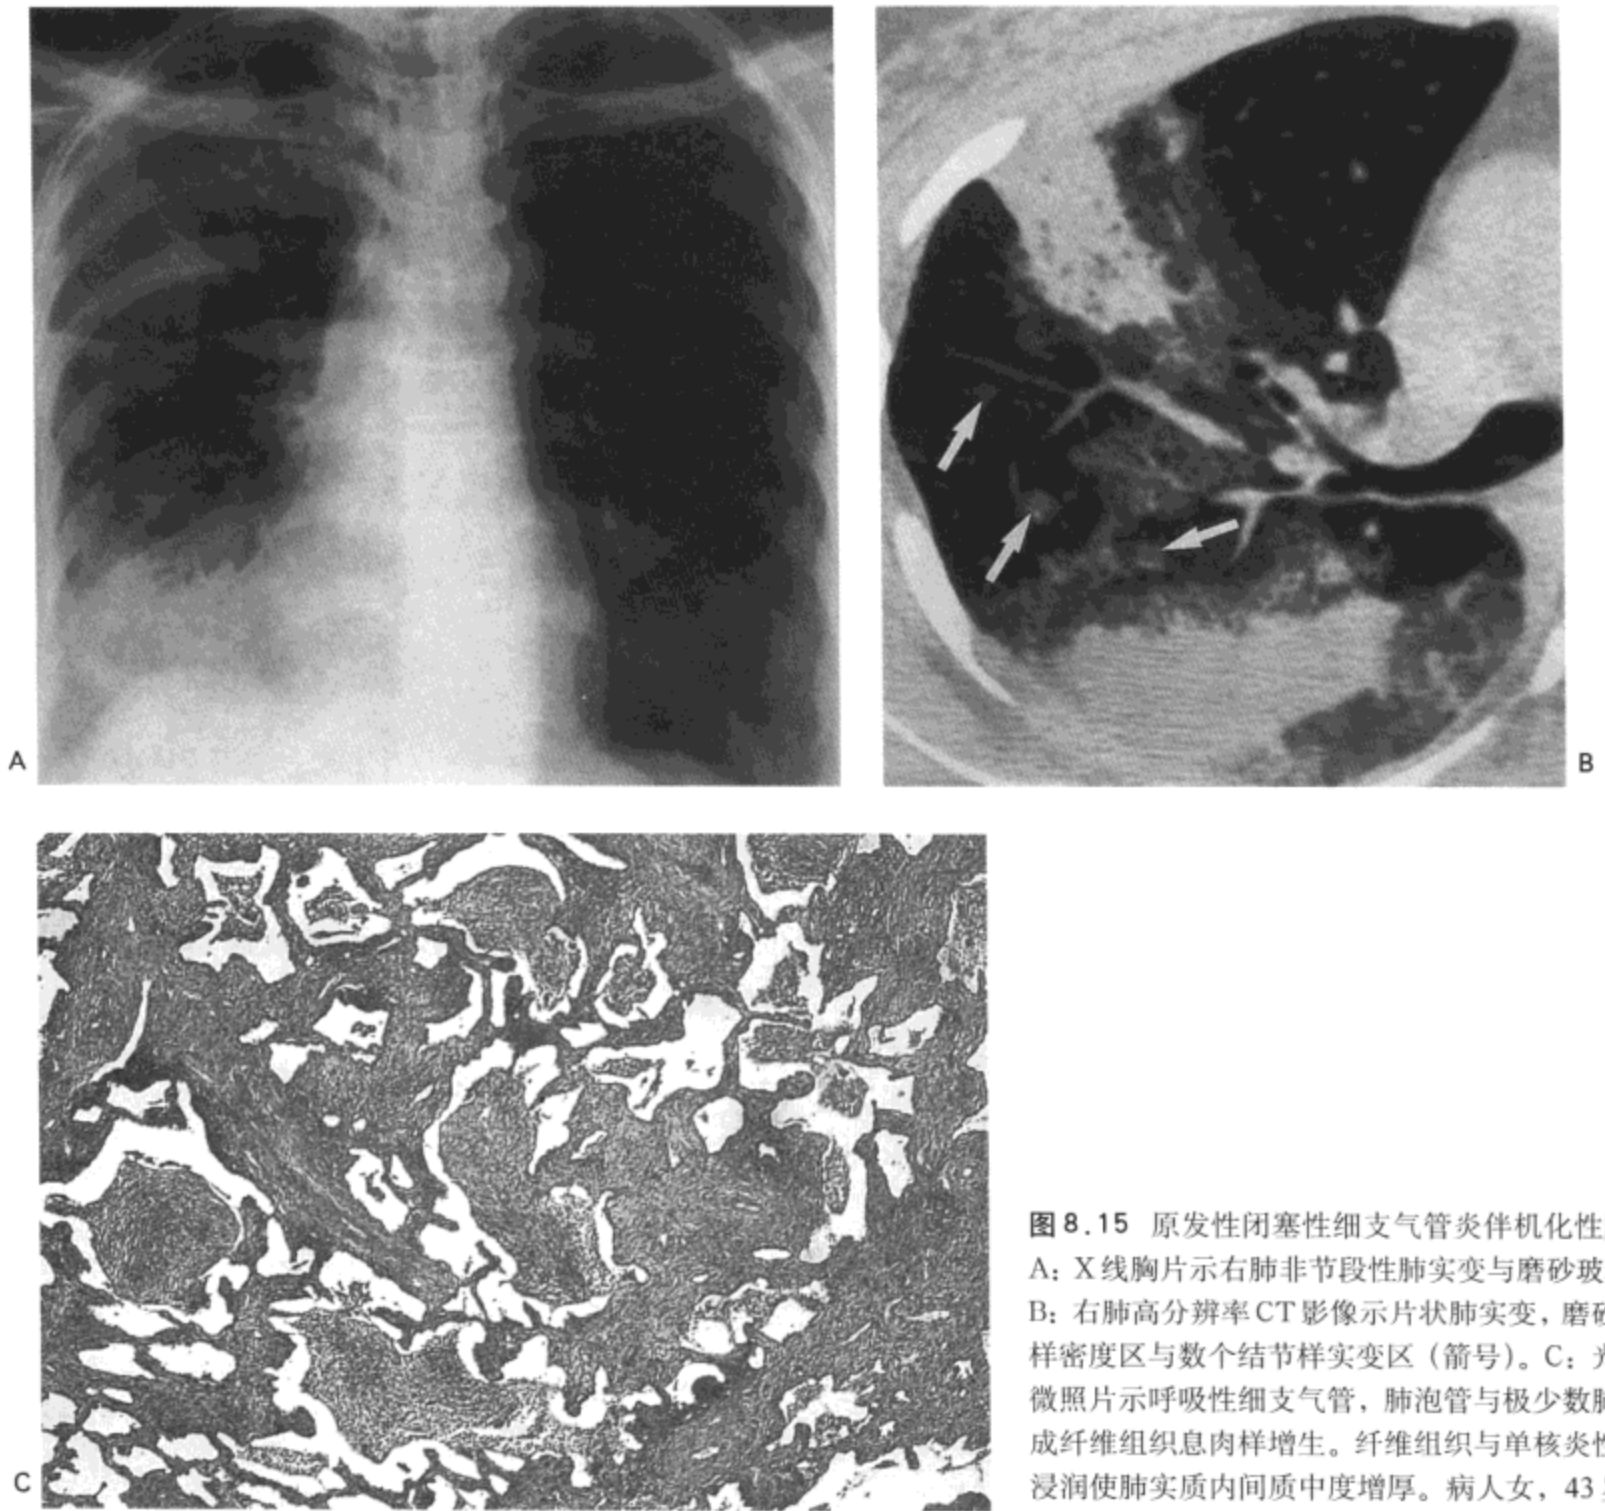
原发性闭塞性细支气管炎伴机化性肺炎。A: X线胸片示右肺非节段性肺实变与磨砂玻璃影。B: 右肺高分辨率CT影像示片状肺实变, 磨砂玻璃样密度区与数个结节样实变区(箭号)。C: 光镜显微照片示呼吸性细支气管, 肺泡管与极少数肺泡内成纤维组织息肉样增生。纤维组织与单核炎性细胞浸润使肺实质内间质中度增厚。病人女, 43岁。
